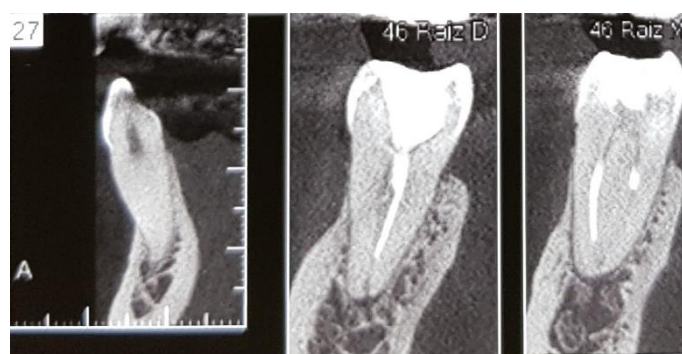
Tomografia de feixe cônico evidenciando raiz Mesial
